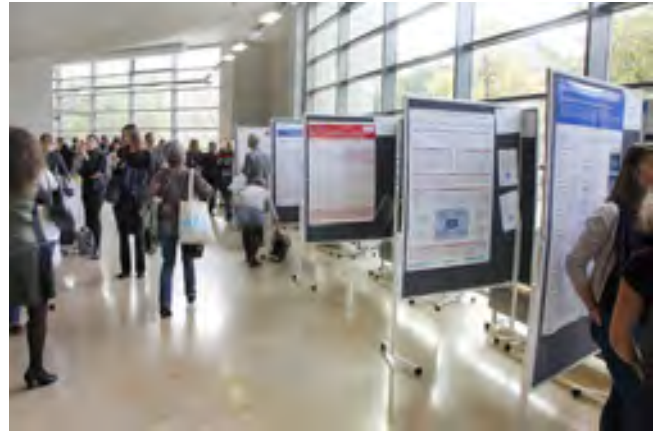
▲ Unter den insgesamt 38 ausgestellten Poster befanden sich viele spannenden Projekte. Mit freundlicher Genehmigung © Michael Stobrawe, MRI München
